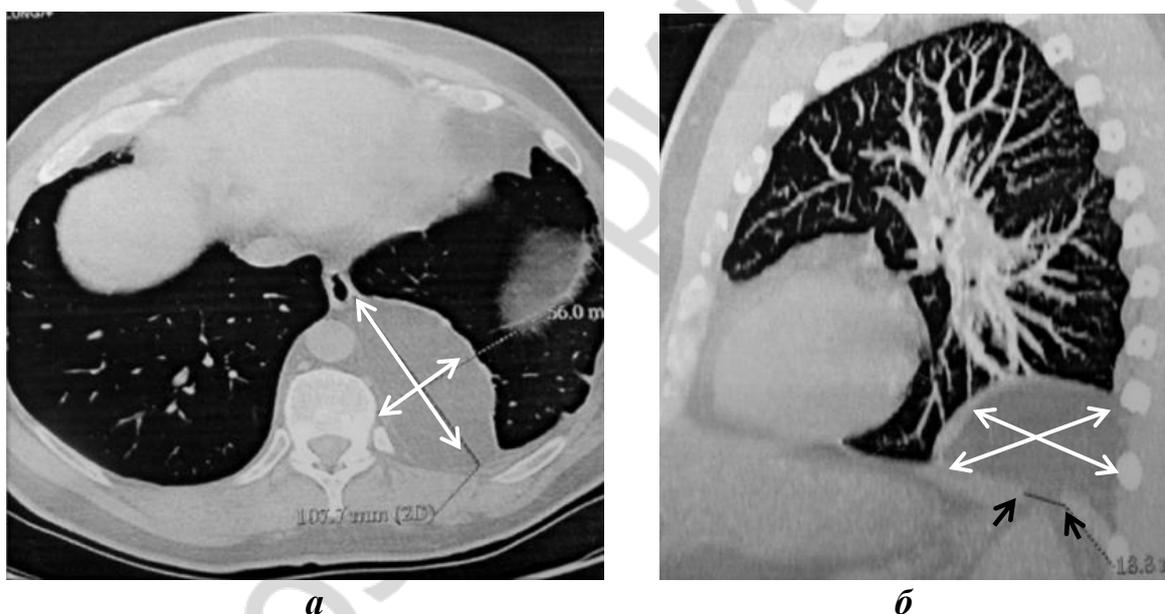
МСКТ-картина левосторонней травматической диафрагмальной грыжи через 40 лет после торакоабдоминального ранения:
